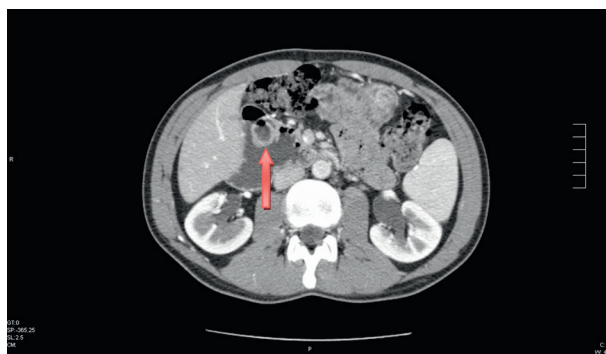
TC com contraste revelando imagem de aspeto sacular com sinal «halo» e dilatação do duodeno (5,5 cm) em DII. A seta indica o DDI.
